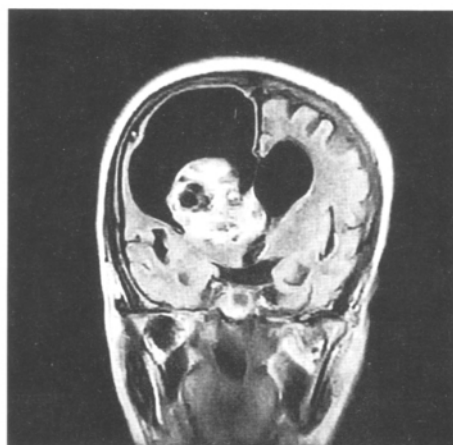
MRI 示两侧脑室扩张, 以右侧脑室为著, 右侧脑室内见不规则肿块
